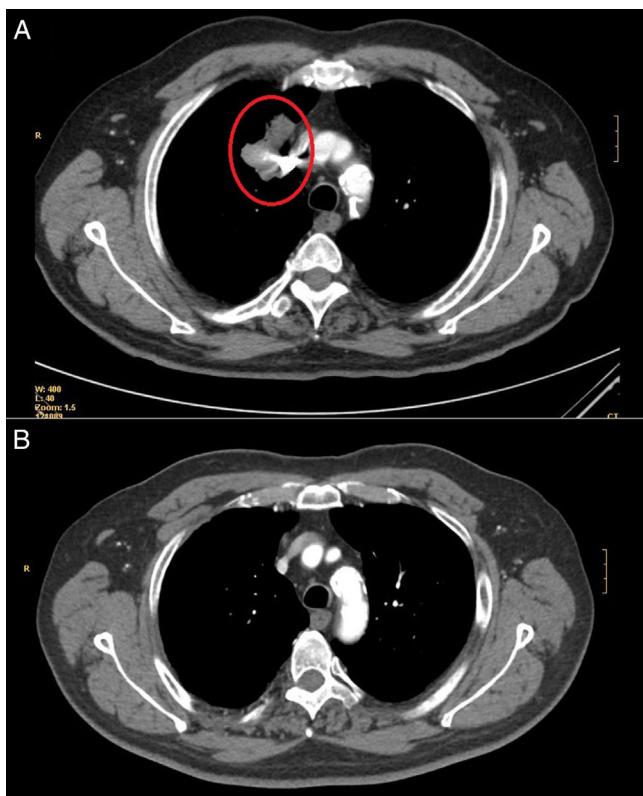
A. Imagen de la primera TC realizada tras el hallazgo en la segunda radiografía (fig. 1B). Se describe lesión paramediastínica irregular en el lóbulo superior derecho (rodeada por un círculo). B. Imagen de la segunda TC de control, realizada 3 meses después, tras comprobar en la radiografía que la imagen había desaparecido (fig. 1C). No se observa lesión paramediastínica.
